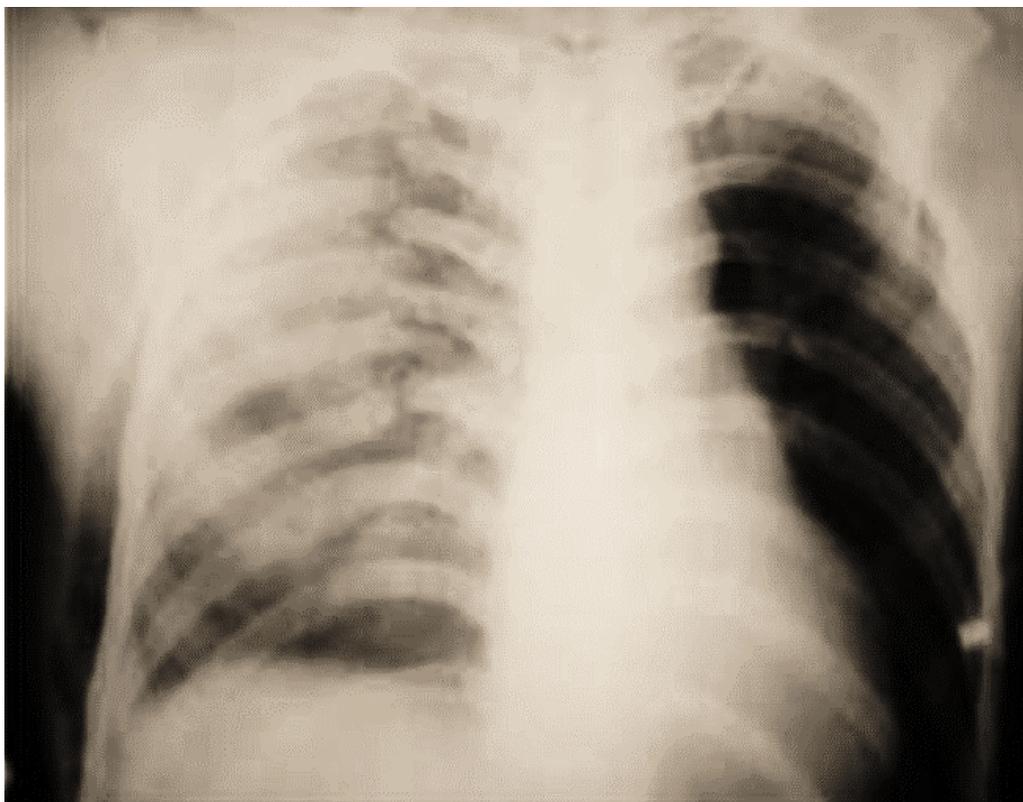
Рентгенограмма пострадавшего с сочетанной травмой груди. Флотирующие переломы ребер справа.
